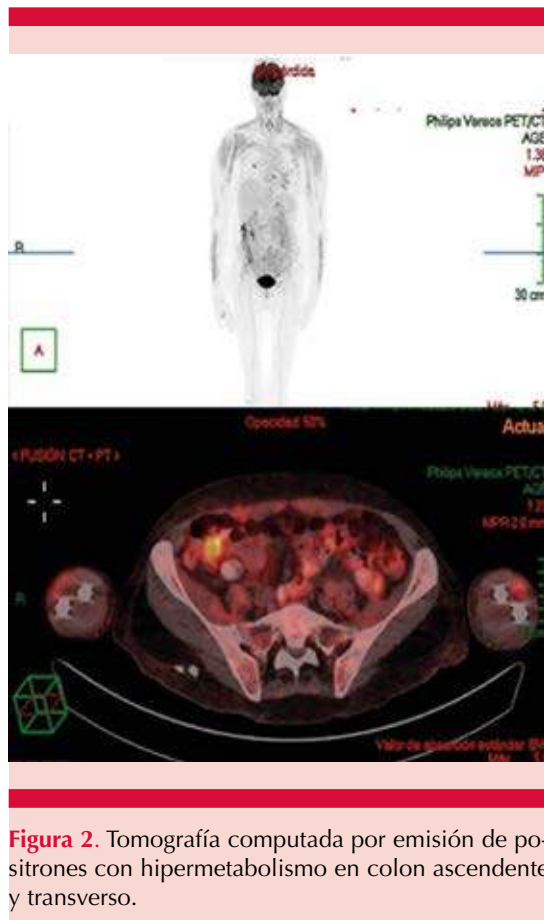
Tomografía computada por emisión de positrones con hipermetabolismo en colon ascendente y transverso.
